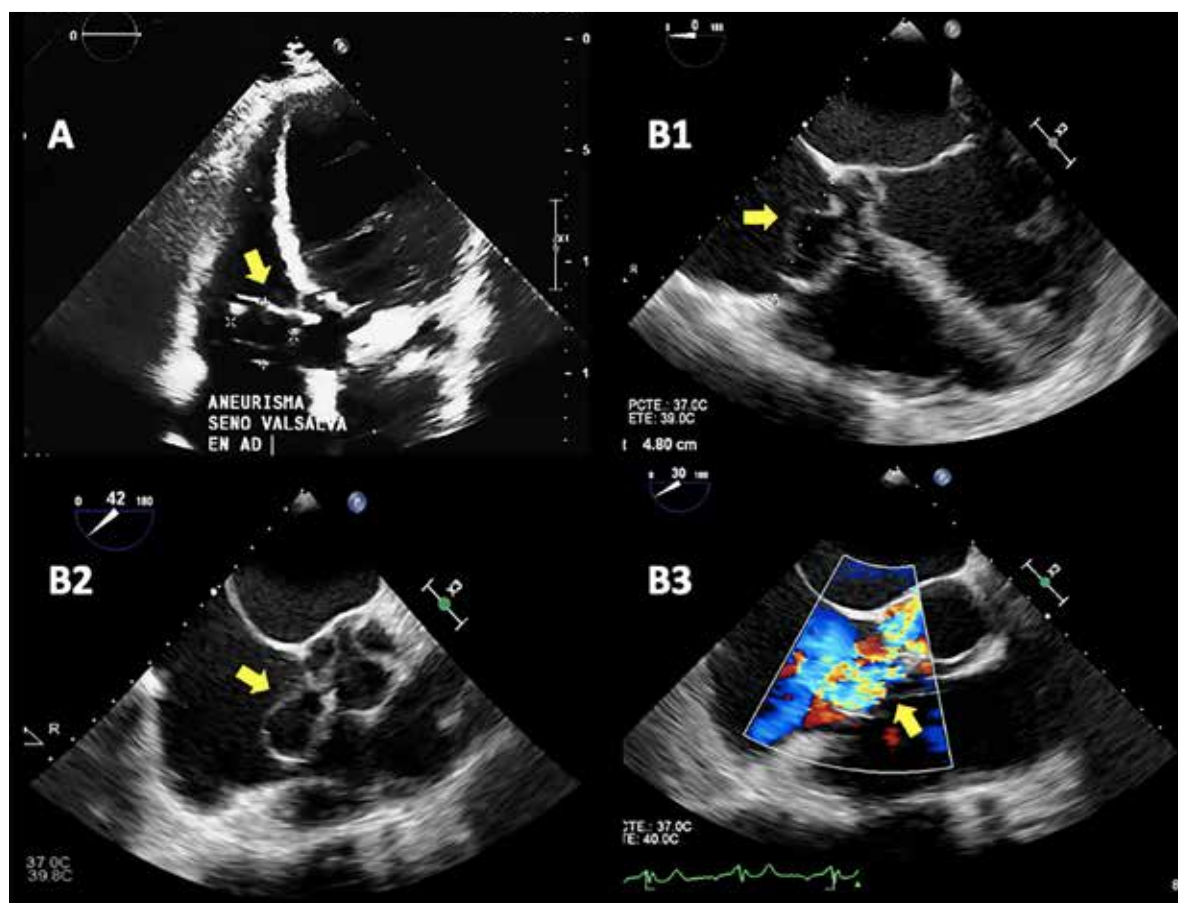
Ecocardiograma. A) Transtorácico en vista de cinco cámaras, con evidencia de aneurisma de seno de Valsalva que protruye hacia aurícula derecha (flecha amarilla). B) Transesofágico, en vista de cinco cámaras (B1), eje corto medioesofágico (B2), y con doppler color (B3) que confirma con claridad el seno del Valsalva roto hacia aurícula derecha, con flujo de izquierda a derecha (flechas amarillas).
